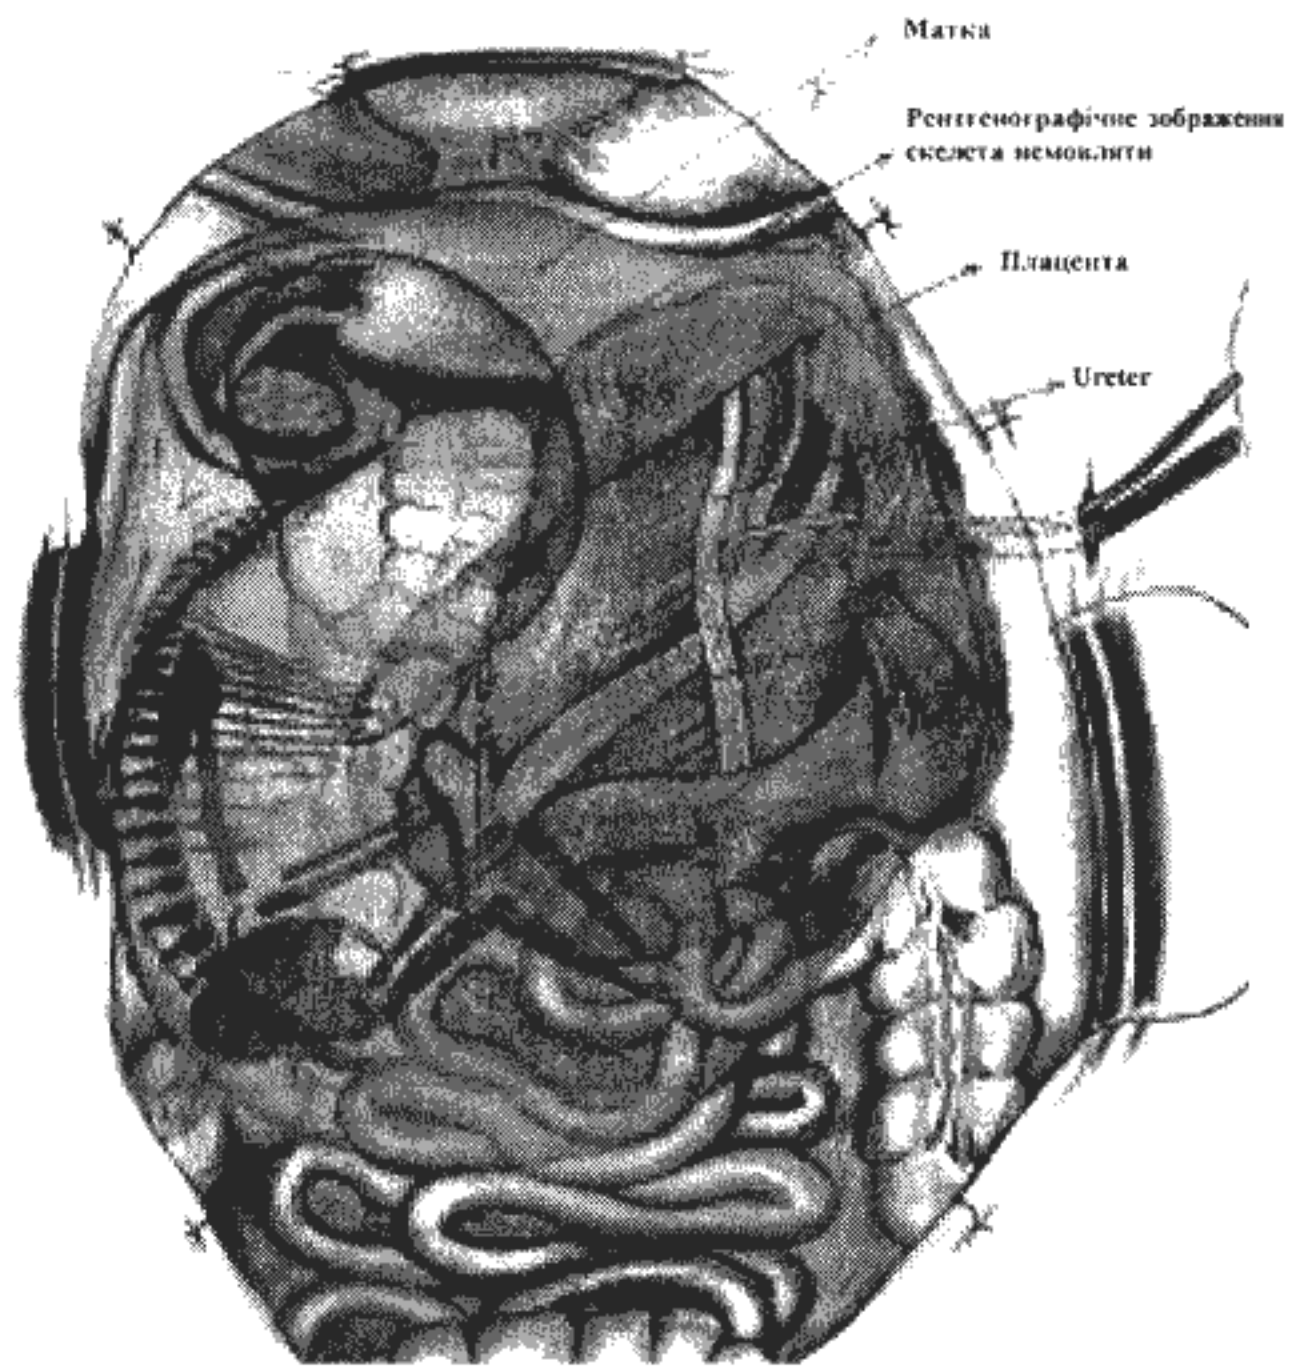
Рентгенограма скелета немовляти відносно внутрішніх органів черевної порожнини.
